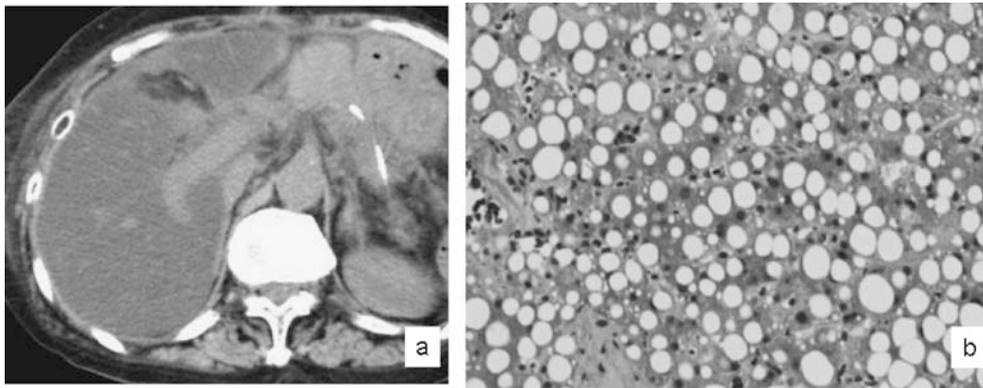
a: IPMN に対して幽門輪温存膵頭十二指腸切除を施行したところ術後32日目 CT にて高度脂肪肝(4 HU)を指摘された.
